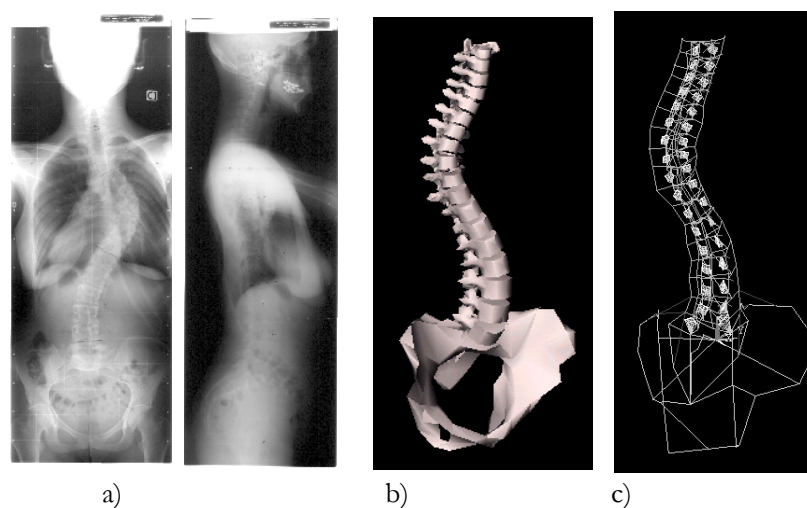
Patient scoliotique a) Radiographies frontales et latérales pré opératoires
